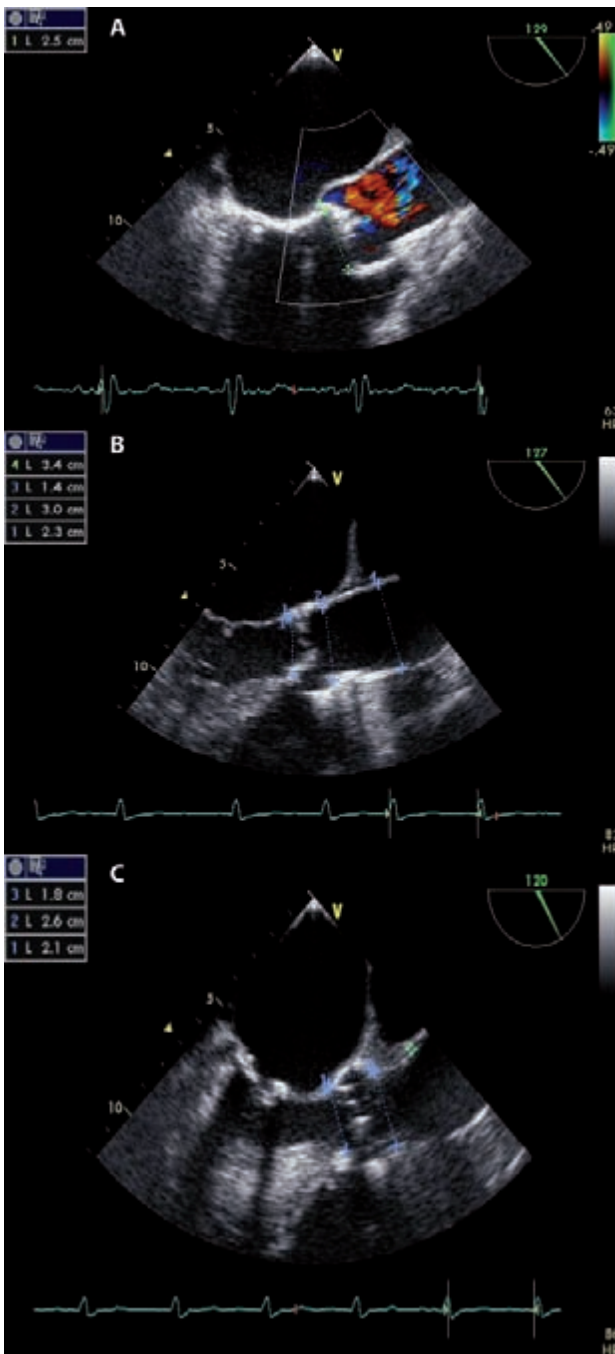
Ecocardiografía transesofágica. A. Medición del anillo valvular aórtico. B. Medición del anillo valvular, unión sinotubular y raíz aórtica. C. Medición del anillo valvular, unión sinotubular y altura hasta el nacimiento de las arterias coronarias.
